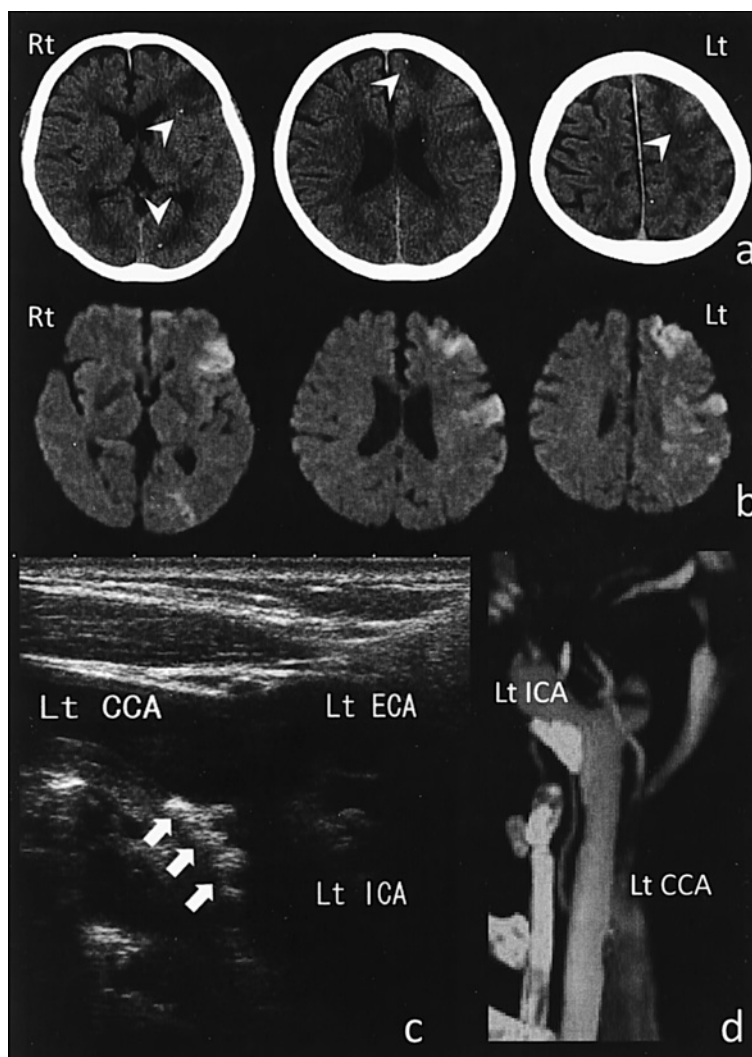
a) Follow-up noncontrast CT shows acute multiple infarctions in the left middle cerebral artery area in concurrence with calcified emboli (arrowheads). b) Axial diffusion-weighted magnetic resonance imaging shows acute multiple infarctions. (1.5T, TR/TE = 0/100, b = 1,000) c) Carotid duplex sonography shows extensive calcified plaque with ulceration at the origin of left internal carotid artery (arrows). d) Sagittal image from a cervical CT angiogram shows moderate-grade stenosis of the left internal carotid artery with calcified plaque.
